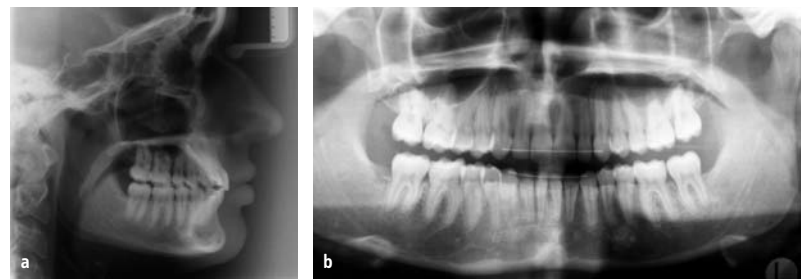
Röntgenbilder Schlussbefund.
